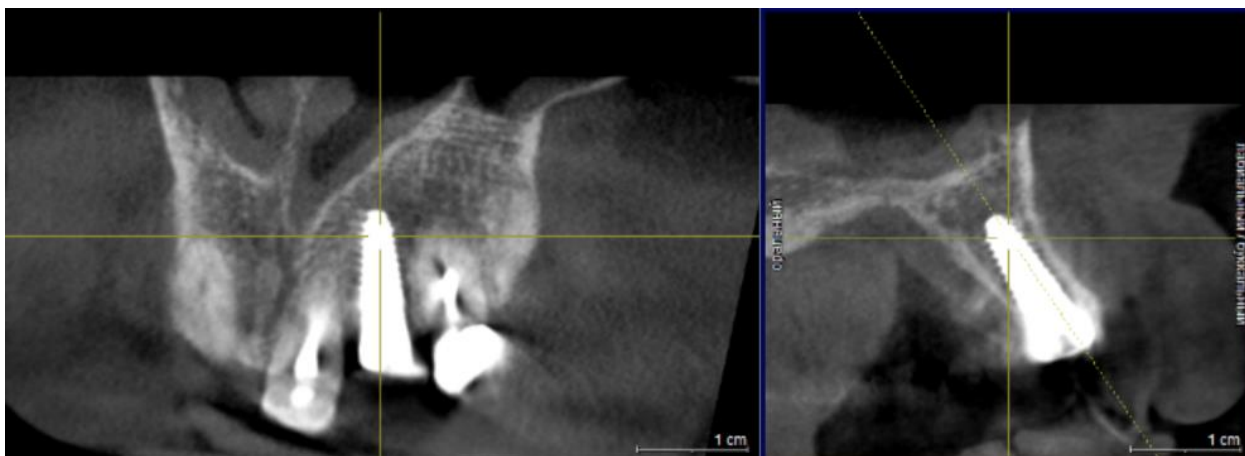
3D-КТ снимок челюсти пациентки Н. через год после имплантации, июнь 2024 года
